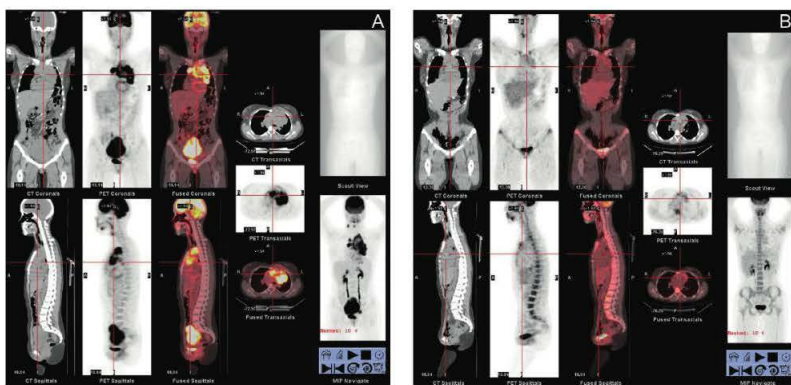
La tomographie par émission de positons (TEP), couplée à la tomomodensitométrie (TDM), étudie le métabolisme cellulaire par la détection de traceurs radioactifs préalablement injectés par voie intraveineuse.
